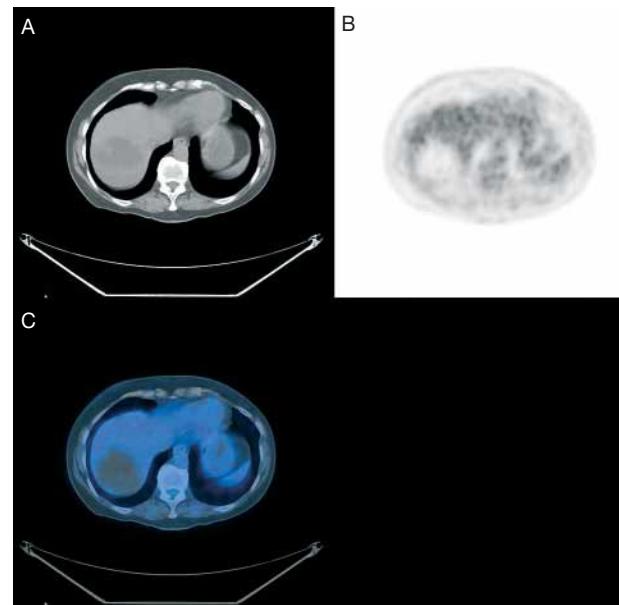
PET/CT efter behandling. A. CT uændret. B. PET viser ingen FDG-optagelse i tumor, dvs. ingen tegn på vitalt, metabolisk aktivt tumorvæv. Der ses ikke FDG-optagelse i cor - dette varierer både inter- og intraindividualt, efter hvornår tidspunktet for skift fra glukosemetabolisme til frie fede syrer-metabolisme i hjertemuskulaturen indtræder ved faste. Glukose- og dermed FDG-optagelsen i malignt væv er ikke afhængig af dette. C. Det fusionerede PET/CT-billede.
